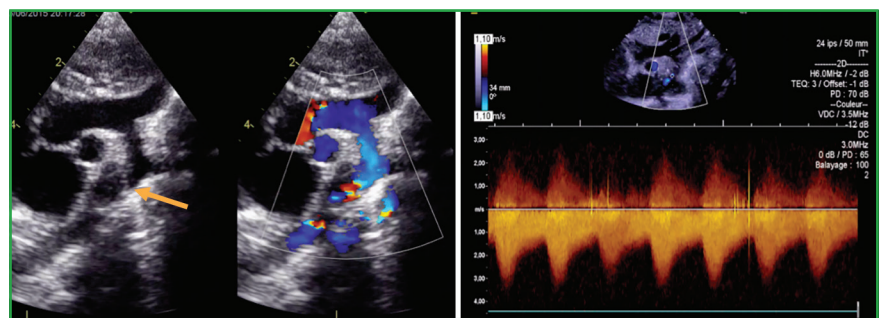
Coarctation de l'aorte : rétrécissement au niveau de l'isthme en échographie bidimensionnelle (flèche). En doppler couleur, on note un *aliasing* du flux doppler au niveau du rétrécissement isthmique. La vitesse du flux sur l'aorte isthmique est augmentée à 3 m/s avec un prolongement diastolique typique de la coarctation.
